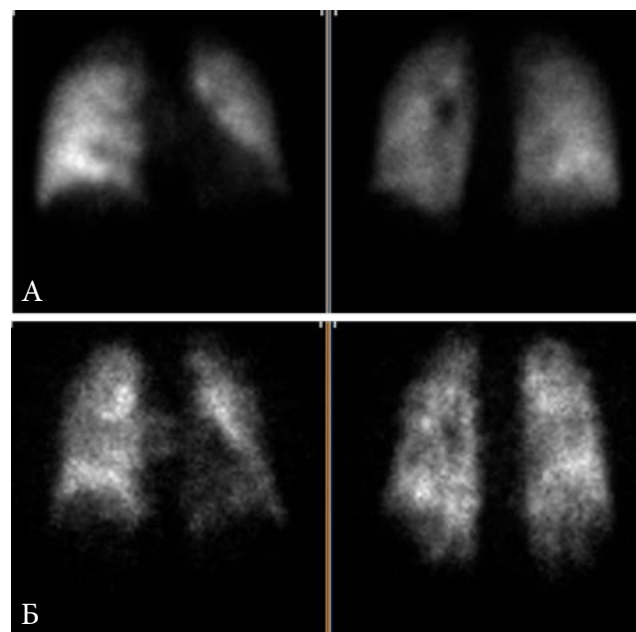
Результаты перфузионной сцинтиграфии легких у пациентов с выраженной ЛГ. А – при системной склеродермии без признаков ТЭЛА. Б – у пациентки 65 лет с дефектом межжелудочковой перегородки (ушивание в возрасте 30 лет), с признаками хронической субсегментарной ТЭЛА.
